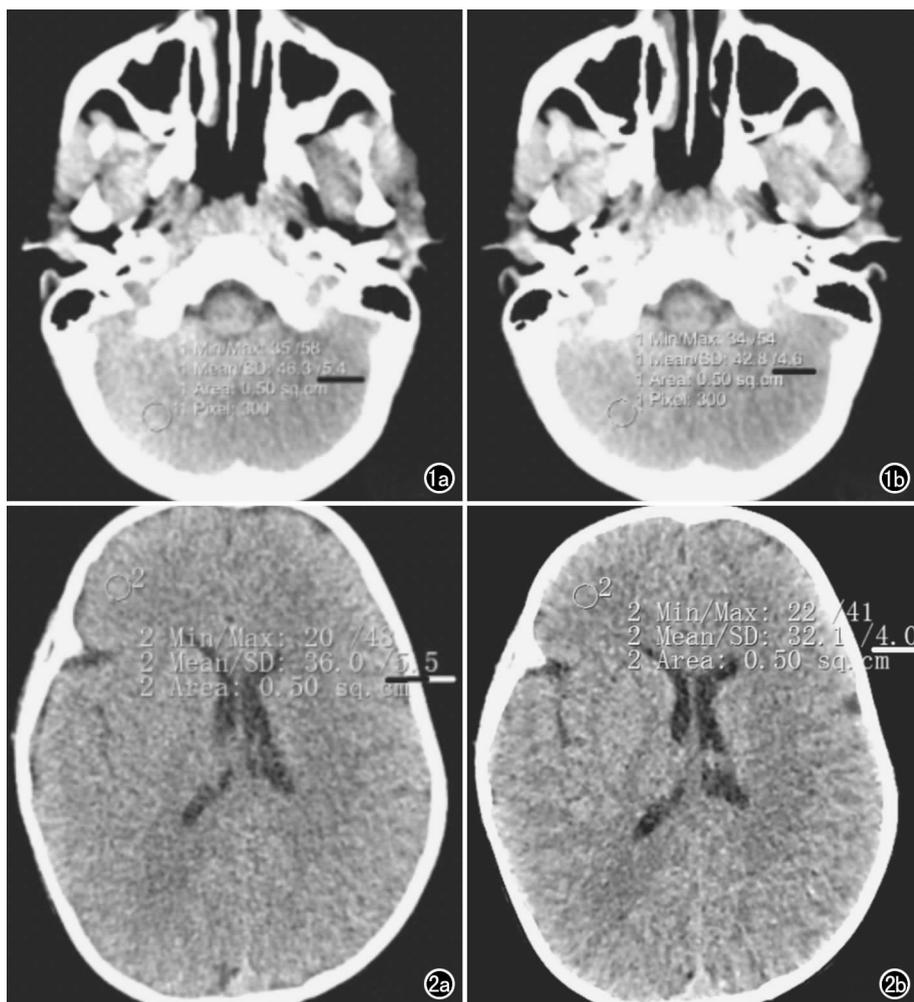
女,20个月,后颅窝层面小脑实质CT值及其标准差的测定。a)用FBP算法进行重建,客观噪声值为5.4;b)用IRIS算法进行重建,客观噪声值为4.6。图2 基底节区层面右侧额叶白质CT值及其标准差的测定。a)用FBP算法进行重建,客观噪声值为5.5;b)用IRIS算法进行重建,客观噪声值为4.0。
